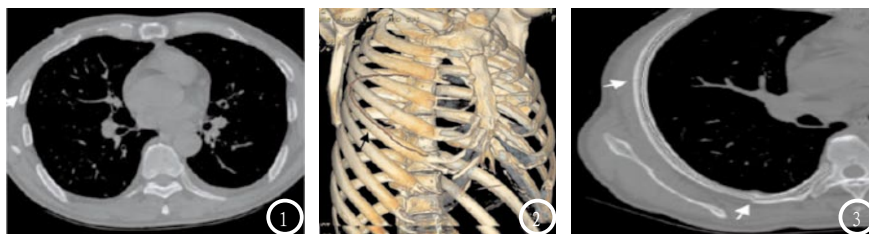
3为同一患者，图1为CT轴位图像，显示右侧第6肋骨细微骨折（白色箭头处），显示不清晰，易漏诊；图2为VR图像，显示右侧第6肋骨骨折（黑色箭头所指）；图3为MPR图像，显示右侧第6肋骨骨折，前肋细微骨折可见，后肋存在累及肋骨全层骨折现象。
